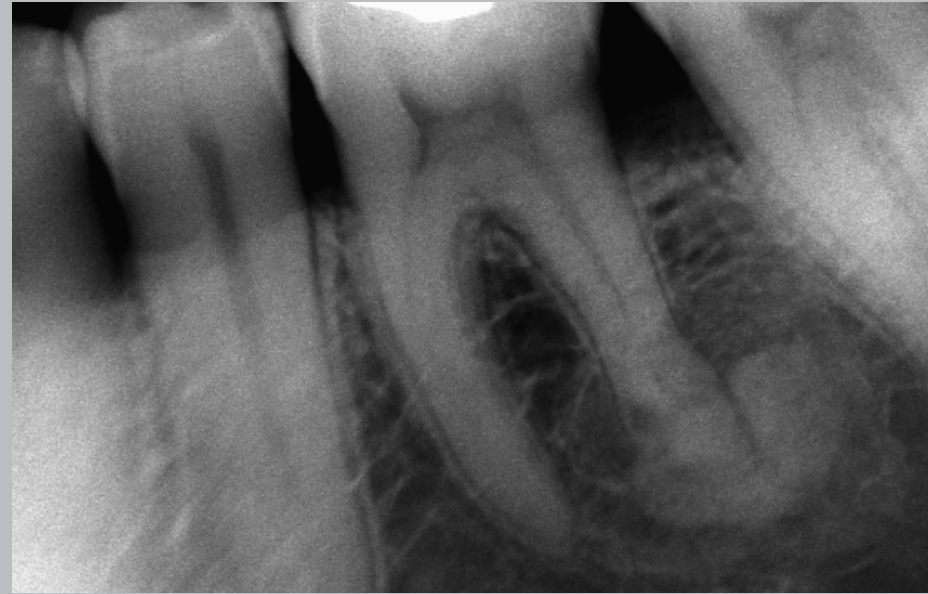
Adulto. Radiografía retroalveolar. Zona primer molar inferior izquierdo. Pieza vital. Masa fusionada al ápice de la raíz distal de marcada radiopacidad, que disminuye en su periferia. Lesión con tenue delimitación.
